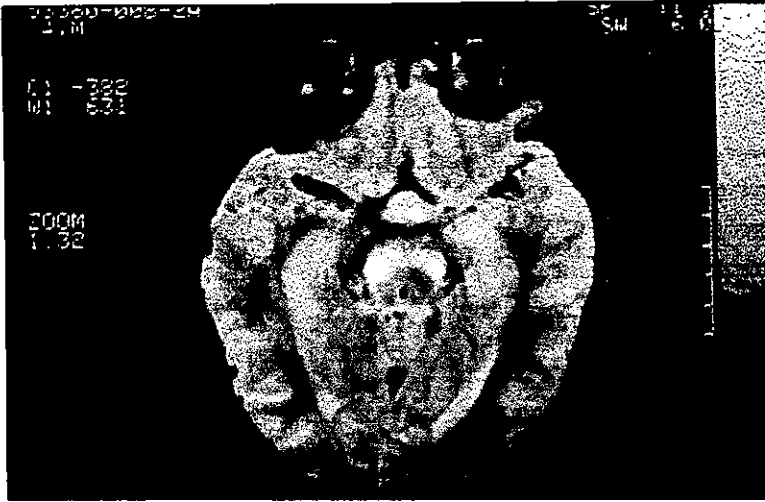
Resonancia magnética en la que se observa lesión hipointensa bilateral en pedúnculo cerebelosos y atrofia córtico-subcortical.
